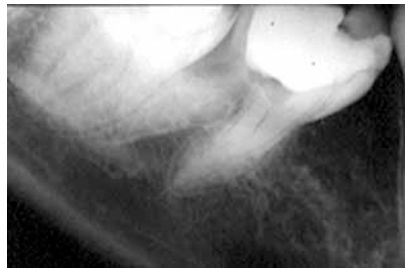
Radiografía periapical de bisectriz. En el 1er. molar inferior, la cavidad de acceso parece extensa involucrando la zona de la furca.
